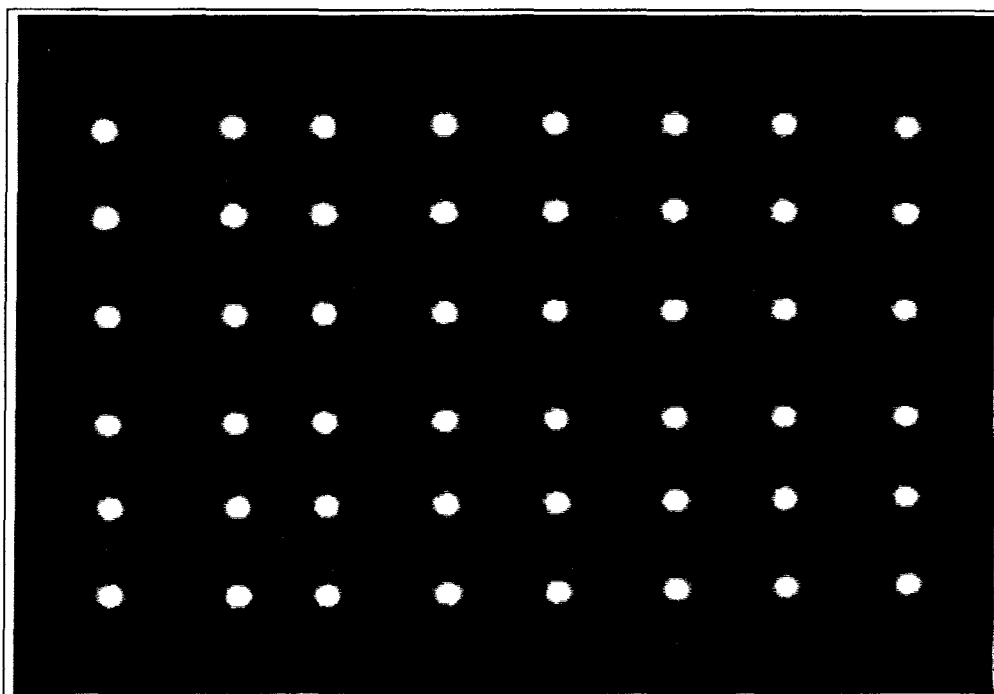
points de référence dans l'image scintigraphique.
